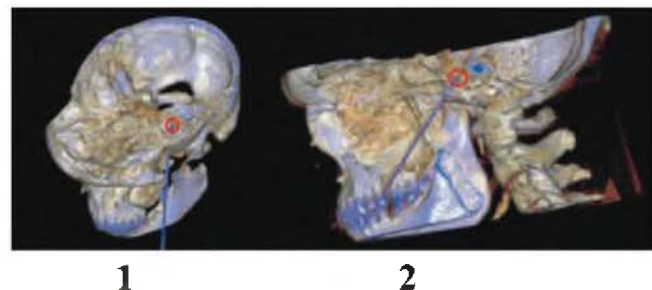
Компьютерная томография головы во время проведения чрескожной высокочастотной тригеминальной ризотомии (введение иглы-стилета в полость черепа через овальное отверстие): 1 — аксиальный срез; 2 — сагиттальный срез.
